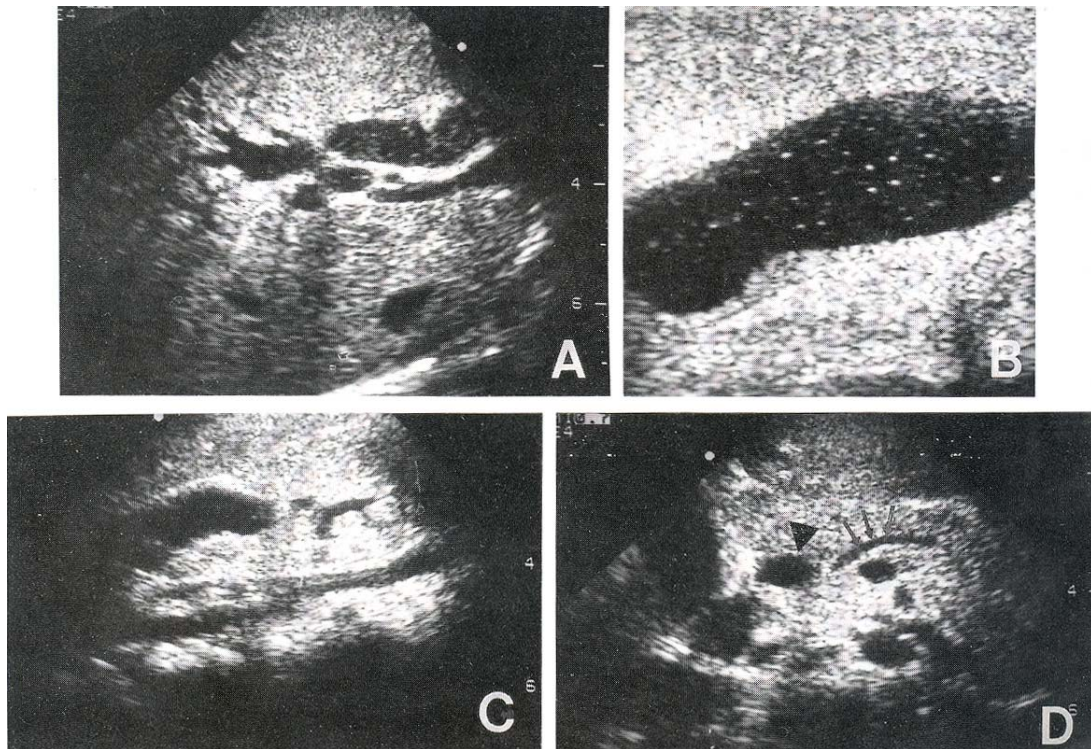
Serial image of initial ultrasonogram. Central intrahepatic duct and common hepatic ducts are dilated mildly. B. Gallbladder shows dilatation with floating sludge materials. C. Dilated common bile duct reveals 8 mm dilatation and two echogenic round lesions are seen in the distal portion of dilated common bile duct. D. Pancreas reveals duct dilatation, which is 3 mm in diameter (arrows). The dilated distal common bile duct is seen on transverse view (arrow head).
